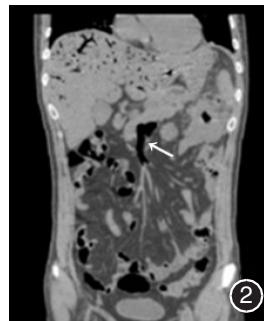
CT冠状面,肠系膜上静脉内见气体密度影(白箭头所示)
